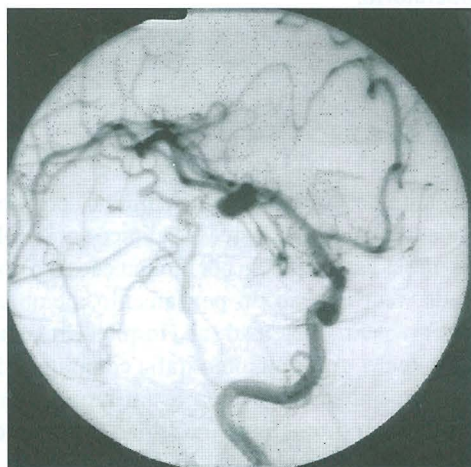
Angiografia carotídea direita evidenciando a presença de aneurisma da artéria cerebral média, de dimensões bem menores que o demonstrado na ressonância magnética.
